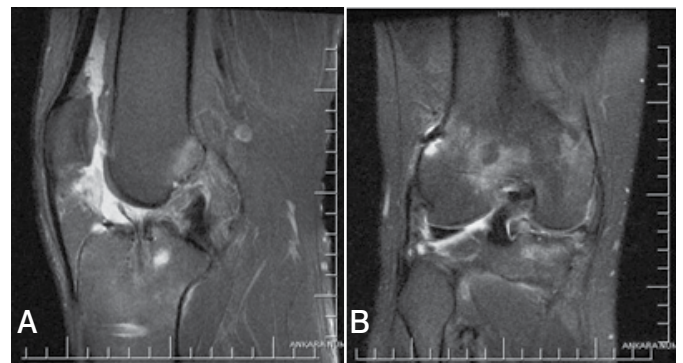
Re-ruptura do LCA observada 3 meses após a cirurgia na incidência sagital da RMN (A). O menisco medial estava intacto e curou completamente (B).
